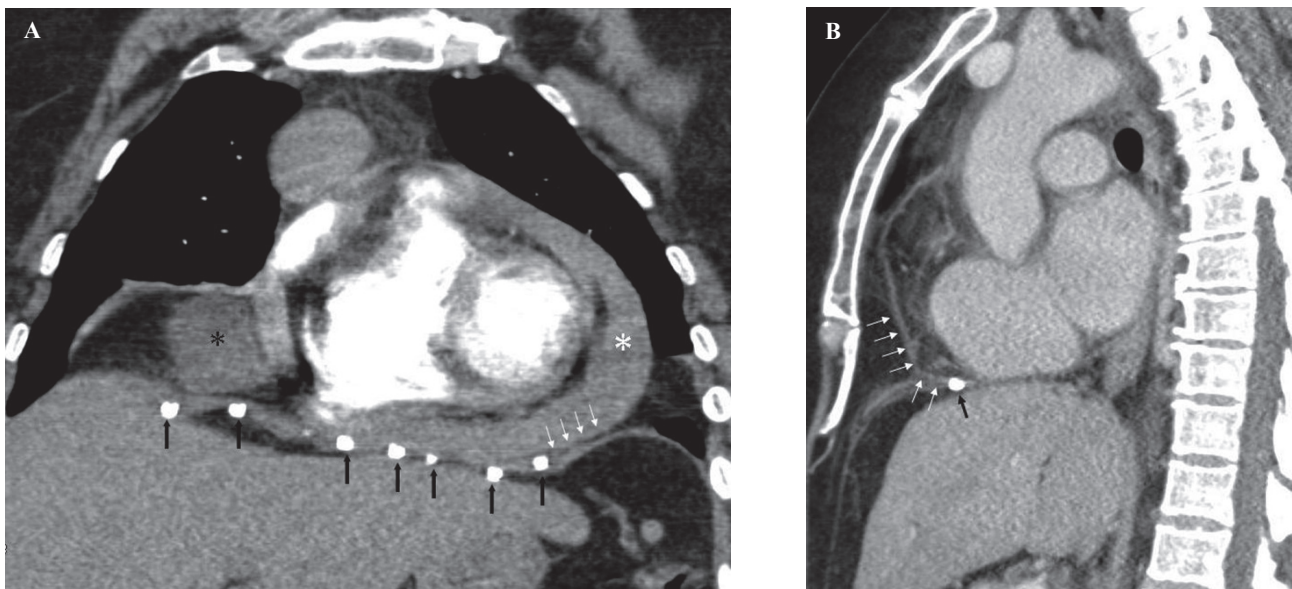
Tomografía computarizada. Visión coronal (A) que muestra un gran derrame pericárdico (asterisco blanco) y una colección líquida en el saco (asterisco negro). Las suturas espirales (flechas negras) se muestran en contacto directo con el pericardio (flechas pequeñas). Visión sagital (B) 1 mes más tarde donde se demuestra que el derrame se ha resuelto. Todavía se ven las suturas espirales penetrando el pericardio.
